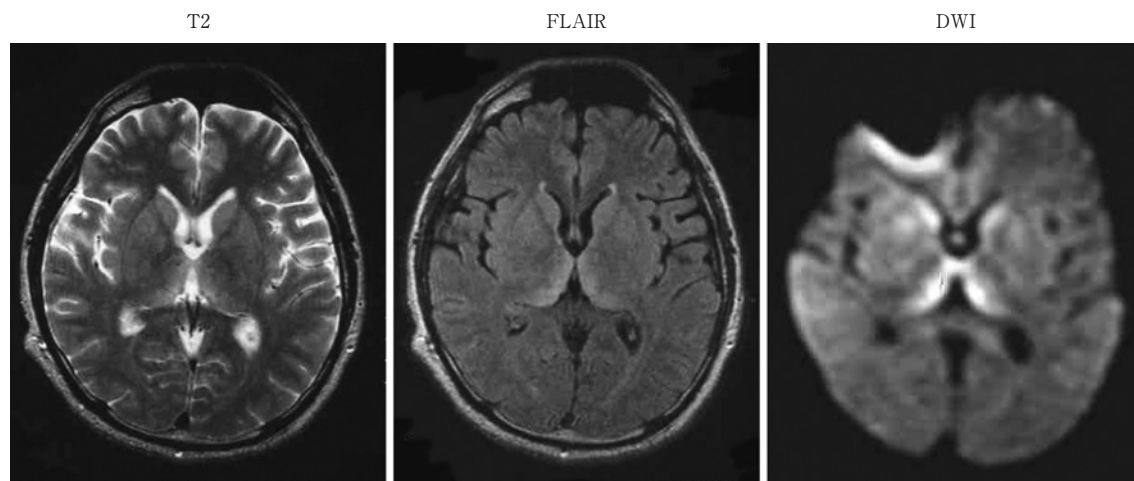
Brain MRI of variant CJD. MRI of the brain (FLAIR and DWI) shows high signal in the medial and posterior thalamus (hokey stick sign) in the Japanese case (provided by doctors in charge of the case).
